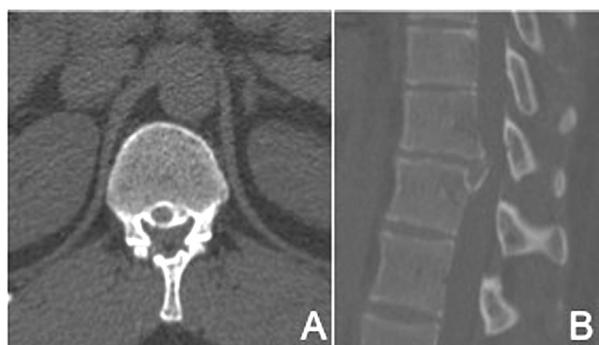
a) Axial and b) sagittal CT demonstrating calcified thoracic disc herniation.
